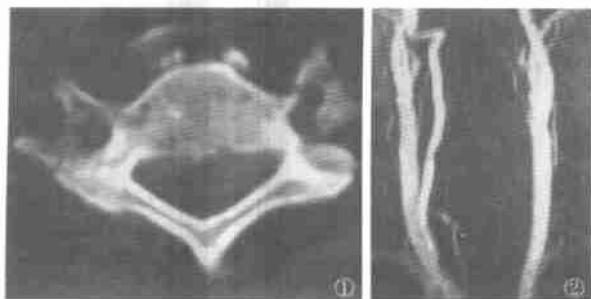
CT 示左侧横突孔骨折。图 2 MRA 示左侧椎动脉无血流成像, 右侧椎动脉无明显异常。
